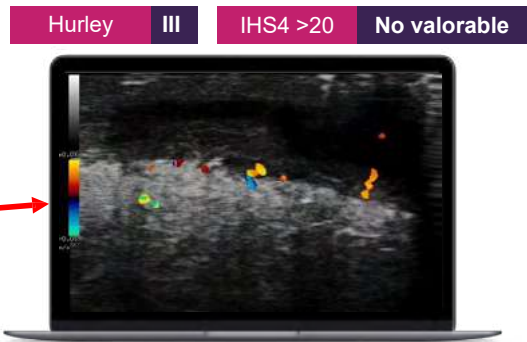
Ecografía de la región glútea que evidencia una fistula inflamatoria profunda, con trayecto hiperecico y edema circundante, característica de HS activa.
